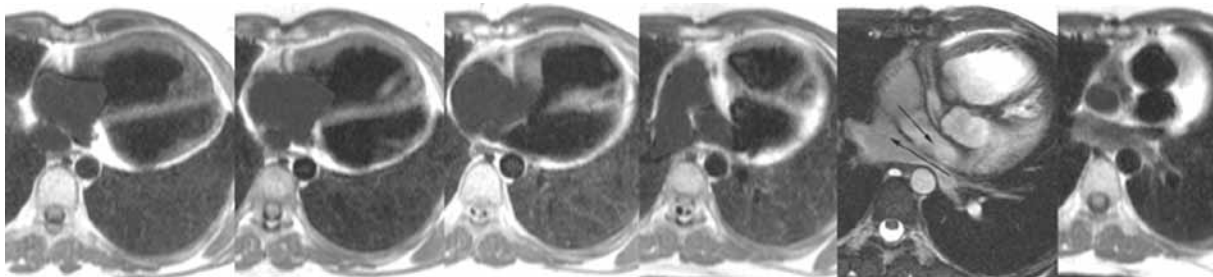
Montage de Senning sur transposition des gros vaisseaux : en rouge le sang veineux pulmonaire redirigé vers l'oreillette droite, en bleu le sang veineux systémique redirigé vers l'oreillette gauche (IRM)
